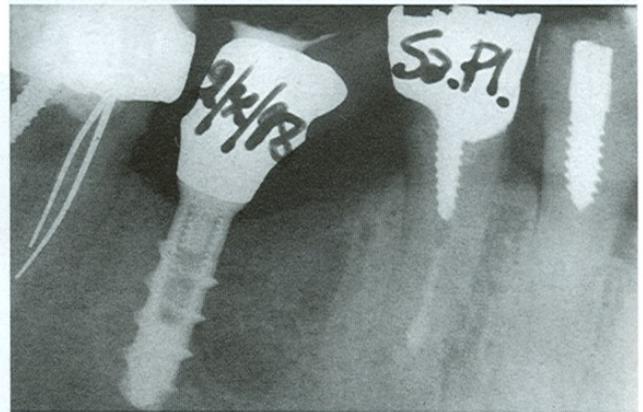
Radiografia endorale fatta a due anni e mezzo di distanza dall'intervento.
